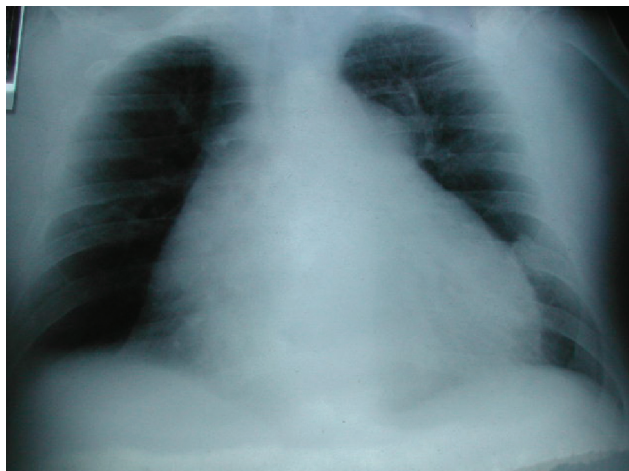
Radiografia do tórax.
